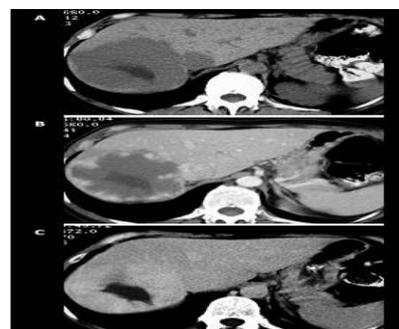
Fases de llenado en hemangioma al TAC.
